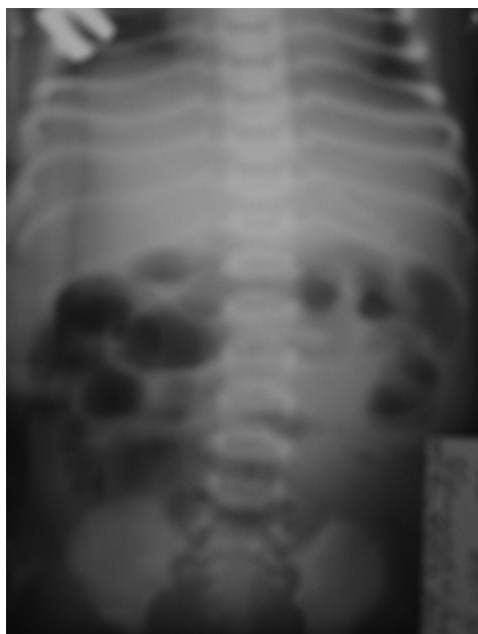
Рентгенограма органів черевної порожнини на 3 добу життя
